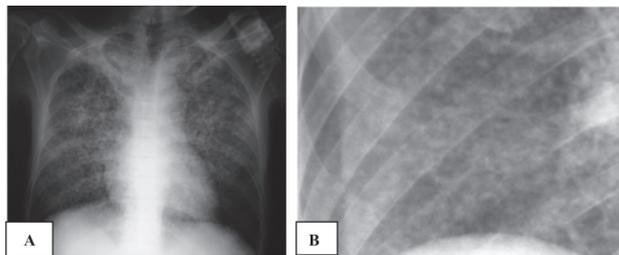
A radiografia A mostra imagem em PA de paciente com tuberculose miliar e a imagem B em detalhes o infiltrado micronodular.
